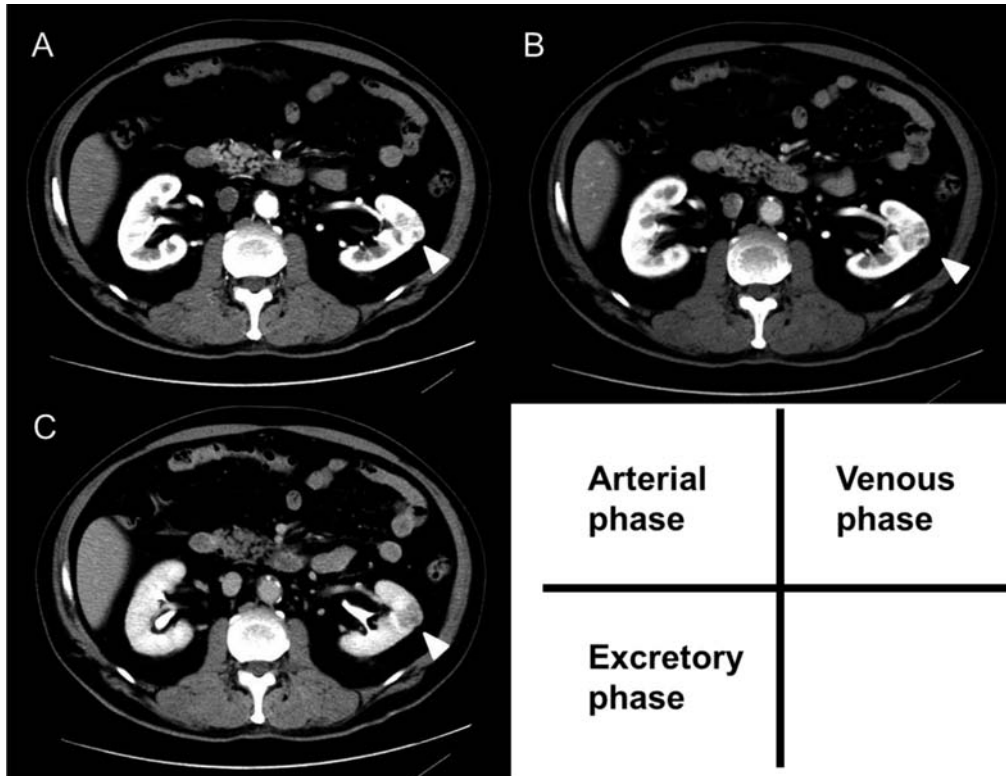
Dynamic computed tomography accidentally showed a left renal tumor. A: Arterial phase showed an enhanced small renal mass in the left kidney (white arrowhead). B: Venous phase showed the washed out small renal mass in the left kidney (white arrowhead). C: Excretory phase showed further washout of the small renal mass in the left kidney (white arrowhead).
